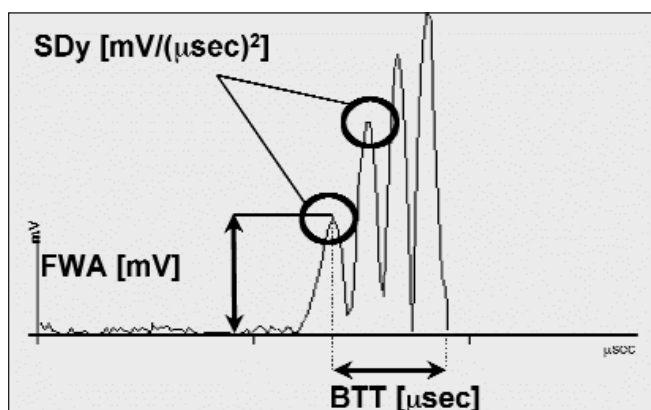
Esempi di parametrizzazione del segnale ultrasonoro trasmesso attraverso un materiale. SDy: Signal Dynamic; FWA: Fast Wave Amplitude; BTT: Bone Transmission Time.
